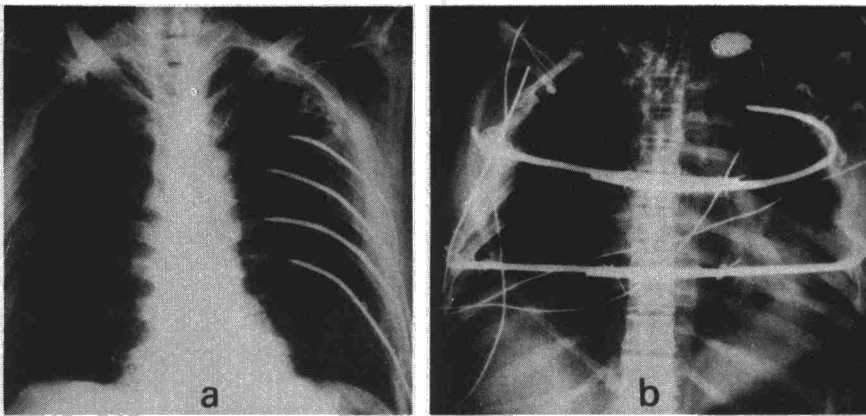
Radiografías postoperatorias de dos enfermos con tórax flácido traumático, tratado con placas tipo I. En (a), el «volet» era lateral izquierdo, mientras que en (b), era anterior, causando una grave respiración paradójica.
